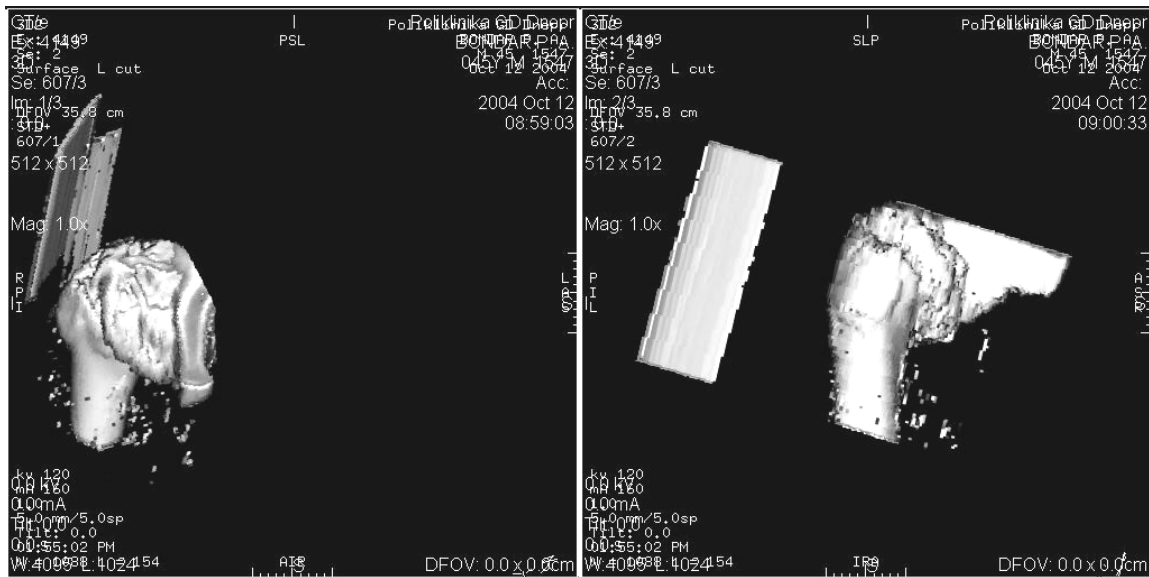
СКТ кульшового суглоба (3D реконструкція - правобічний коксартроз)
